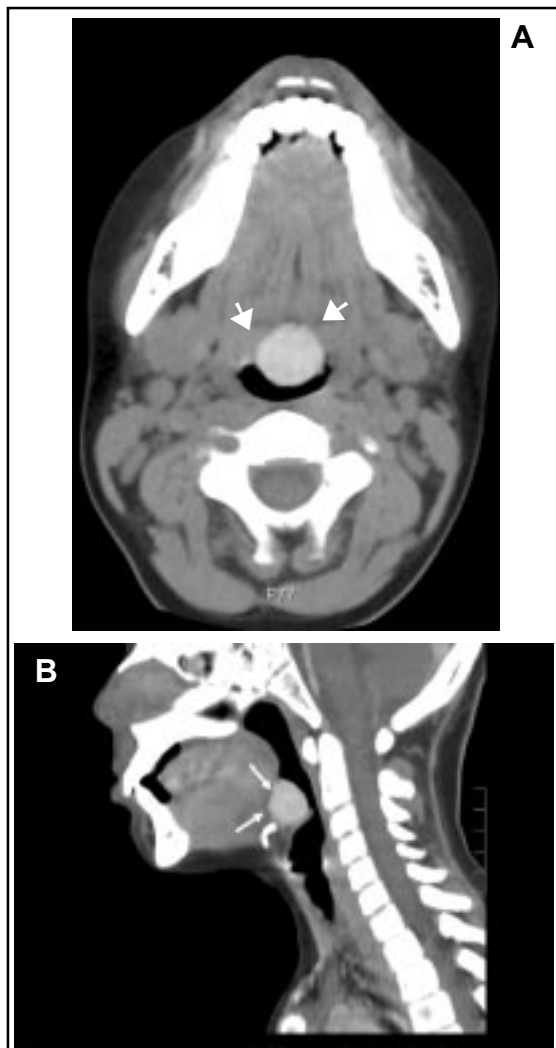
TC de cuello sin contraste endovenoso, en corte axial (A) y reconstrucción sagital (B) muestra nódulo hiperdenso en la base de la lengua (flechas blancas).
